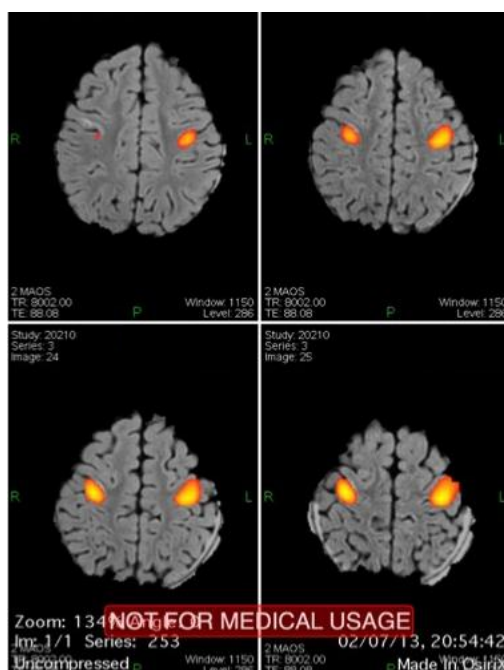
Imagens de RMN funcional, do primeiro pré-operatório, em cortes transversais, para estudo sensitivo-motor de ambas as mãos. Em evidência estão representadas as áreas funcionais de ambas as mãos, sendo que no hemisfério direito está localizada a menos de 10 mm da extensão superior da lesão hiperintensa.
